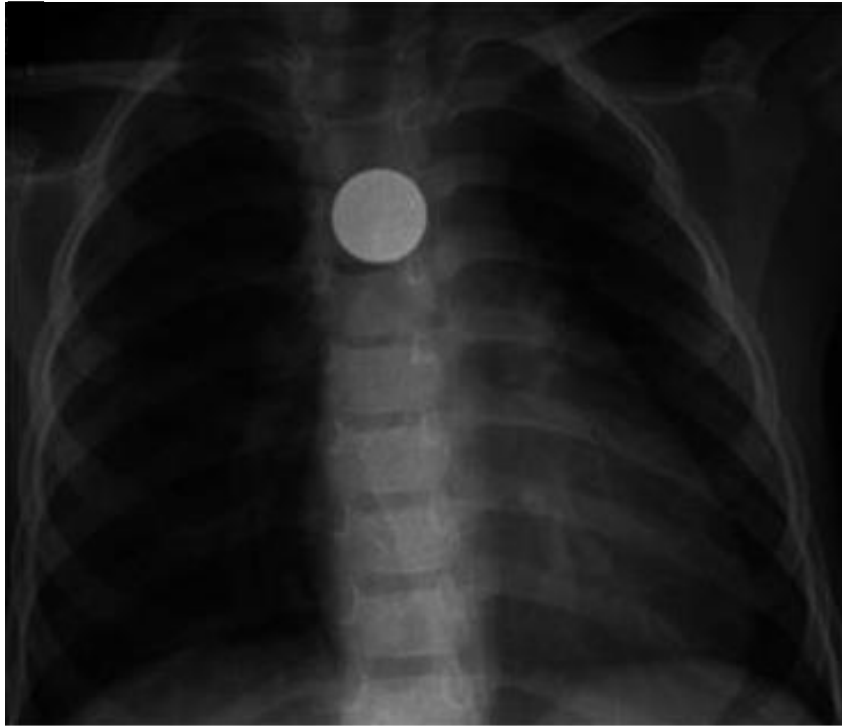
Radiographie de face d'une pièce de monnaie.
